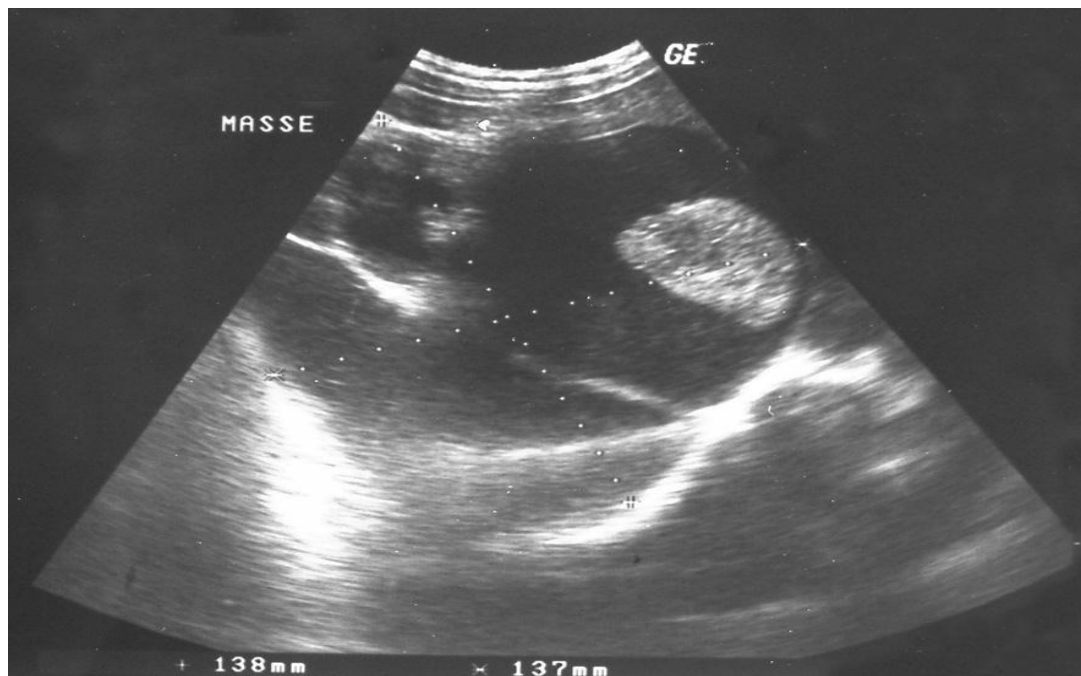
L' échographie abdominale a montré de multiples formations kystiques oblongues dont l'une, avait une composante solide correspondant un tératome multicompartimentaire sans signes de malignité [76]
